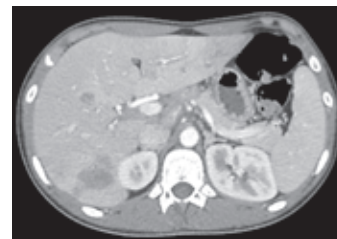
КТ органов брюшной полости от 03.08.2025
